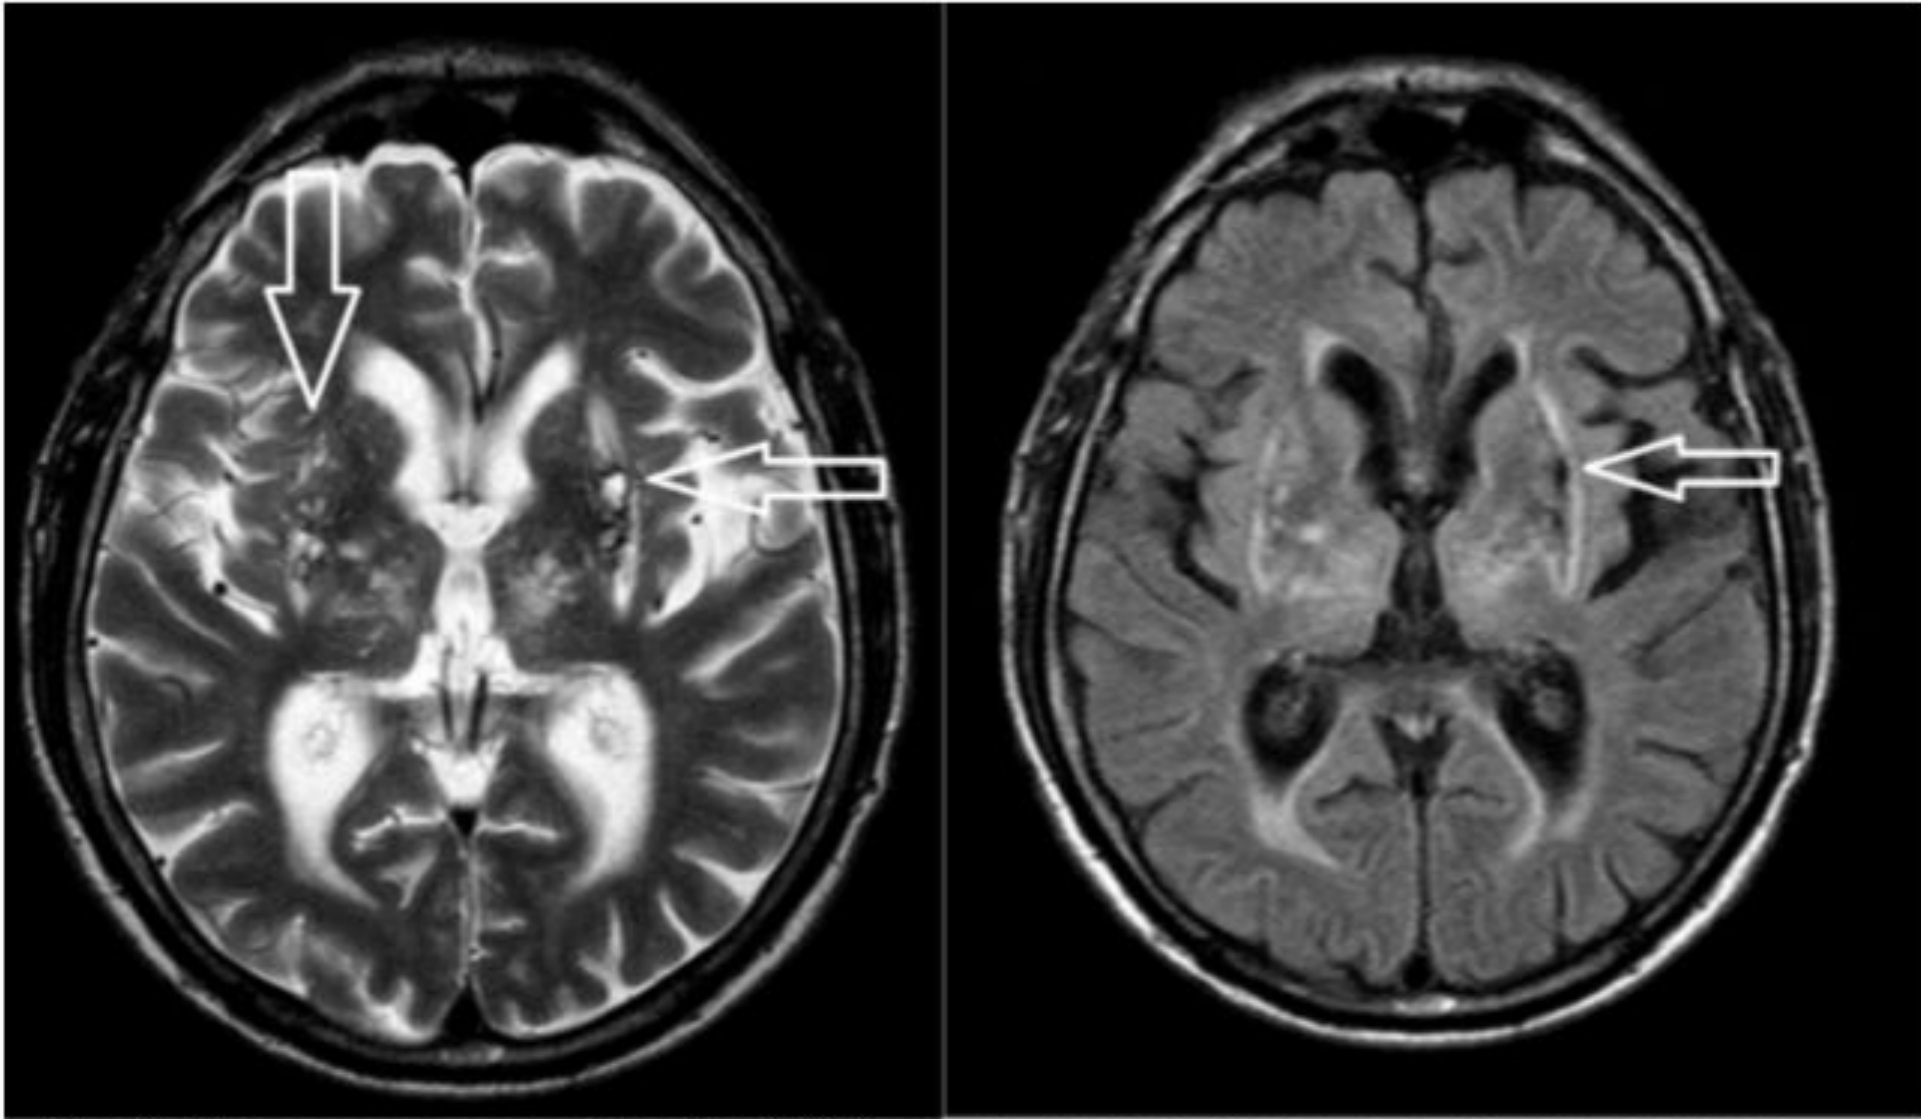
МРТ головного мозга, T2 и T2-FLAIR акс. сканы: множественные дисциркуляторные кривлюры с выраженным перифокальным глиозом
